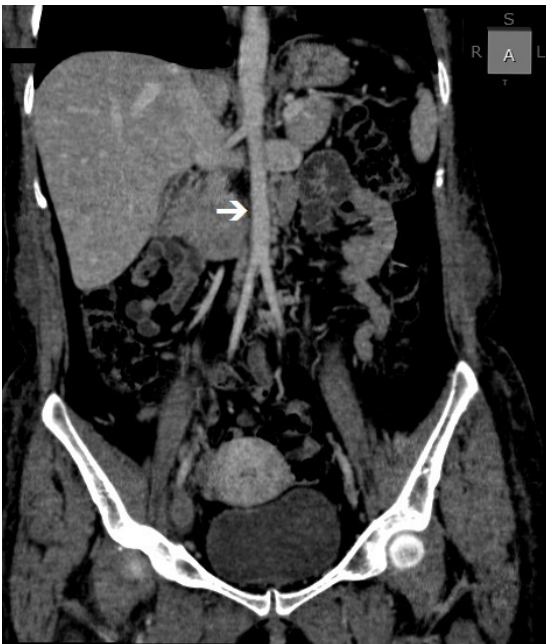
Venous angiotomography, coronal view, revealing agenesis of the infra-hepatic segment of the inferior vena cava. Note the abdominal aorta with no adjacent vascular structure (arrow).
